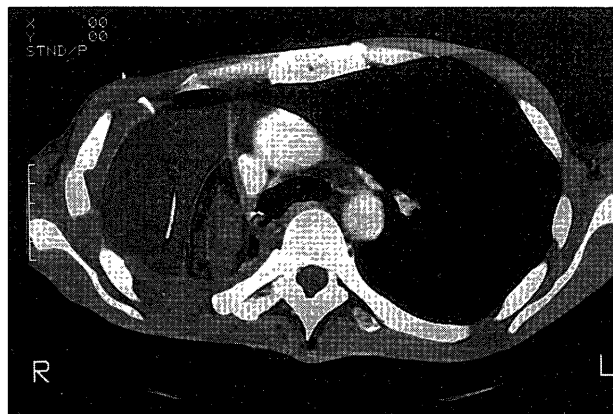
Chest CT on the 27th postoperative day showing the fistula was satisfactory covered with omental flap and rectus abdominis muscle flap, and residual cavity was almost filled with pleural effusion.
